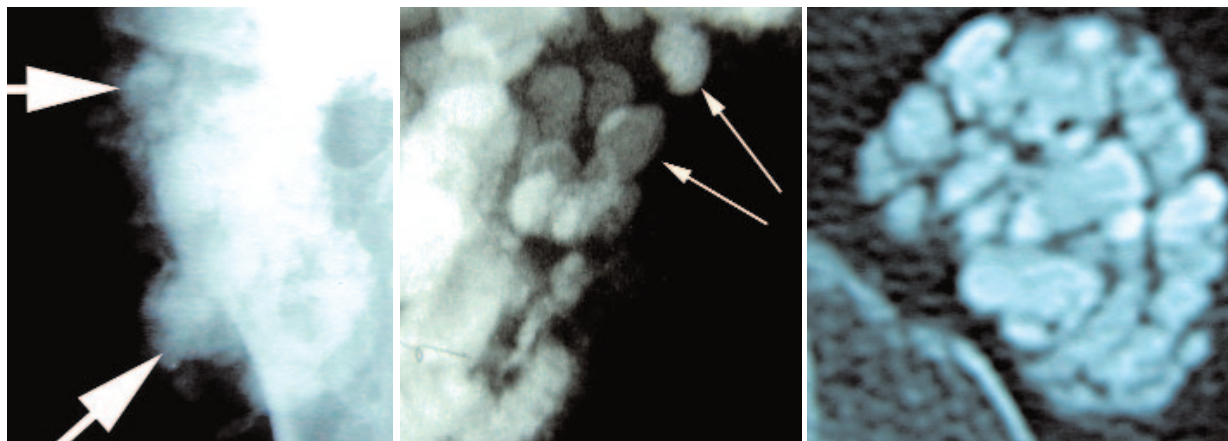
Amas calciques globuleux amorphes d'une hyperparathyroïdie secondaire (radiographie à gauche, scanner d'un autre cas à droite) et d'une sclérodémie (radiographie, au centre). Noter sur le scanner la différence entre la texture trabéculaire de l'os (en bas et à gauche de l'image de droite) et la structure anhiste de la calcification métastatique (amas au centre de l'image).
